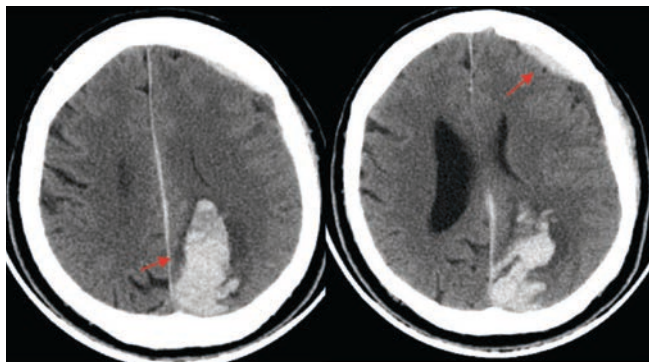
МСКТ головного мозга пациента К. Внутримозговая гематома в левой затылочной доле (Fisher IV), субдуральная гематома в левой лобно-височной области (указана стрелкой).
